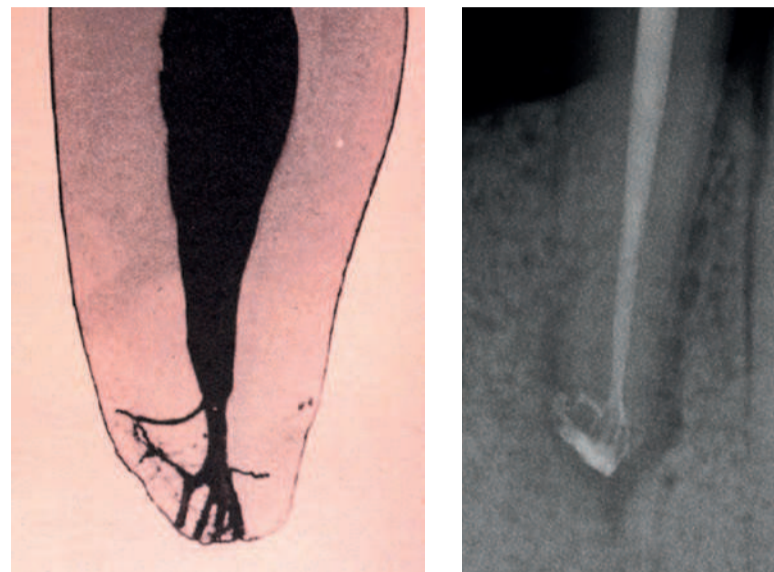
Anatomia apicale evidenziata da W. Hess in una delle sue famose Tavole. La stessa anatomia è visibile nella radiografia post-operatoria di questo premolare inferiore.
